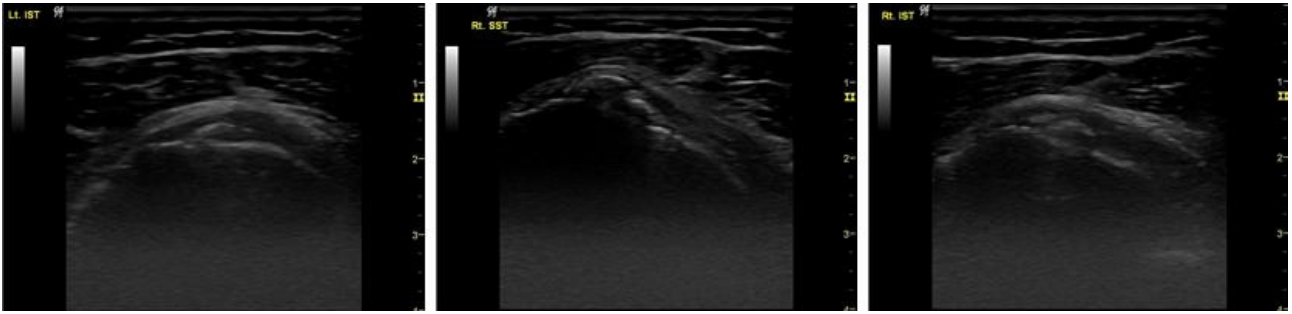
Ultrasound images of calcification.
